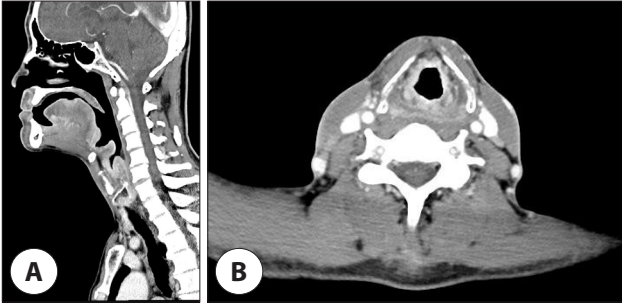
Contrast enhanced computed tomography (CT) image shows diffuse mucosal swelling and enhancement at tongue dorsum, lingual tonsil, epiglottis, both aryepiglottic folds, arytenoid and hypopharynx. And there is no significant lymphadenopathy in the neck. A: Sagittal plane view. B: Axial plane view of larynx.
